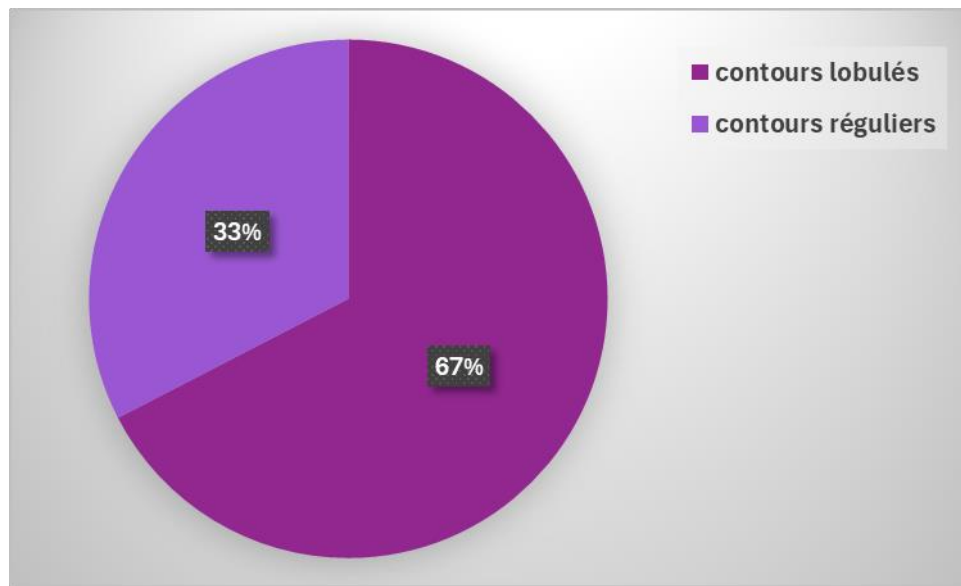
Répartition des patients selon le type des contours de l'adénome pléomorphe parotidien sur l'IRM.
